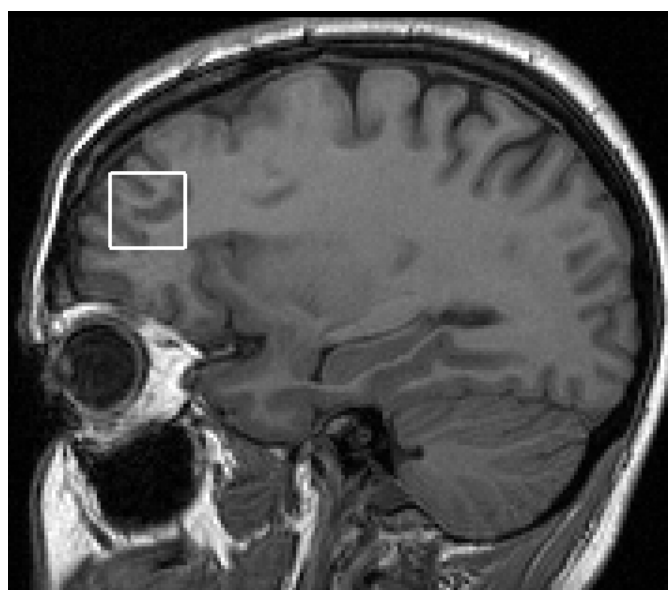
Imagem de ressonância magnética em corte sagital de cérebro mostrando a localização do voxel de 8 cm³ no CPFDL esquerdo
